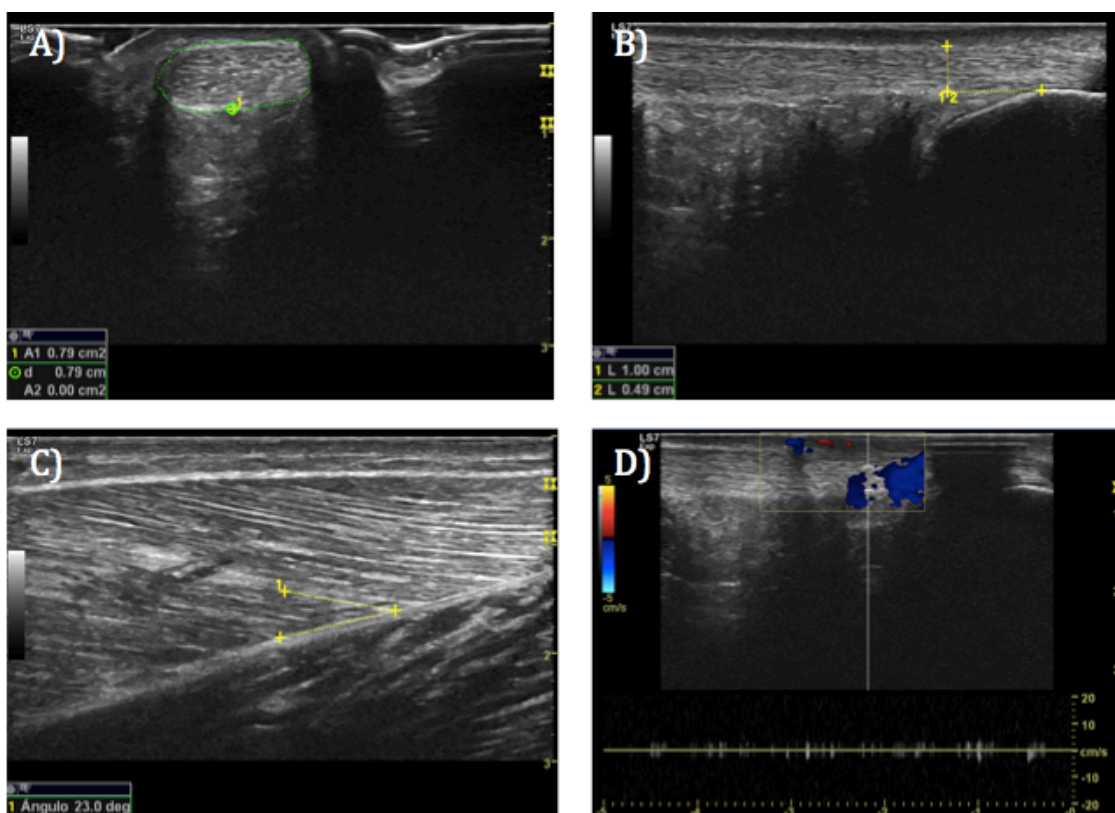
Examples of ultrasound measurements. A) CSA measured 3 cm, B) AP Thickness measured 1 cm, C) Pennation Angle, D) Doppler
